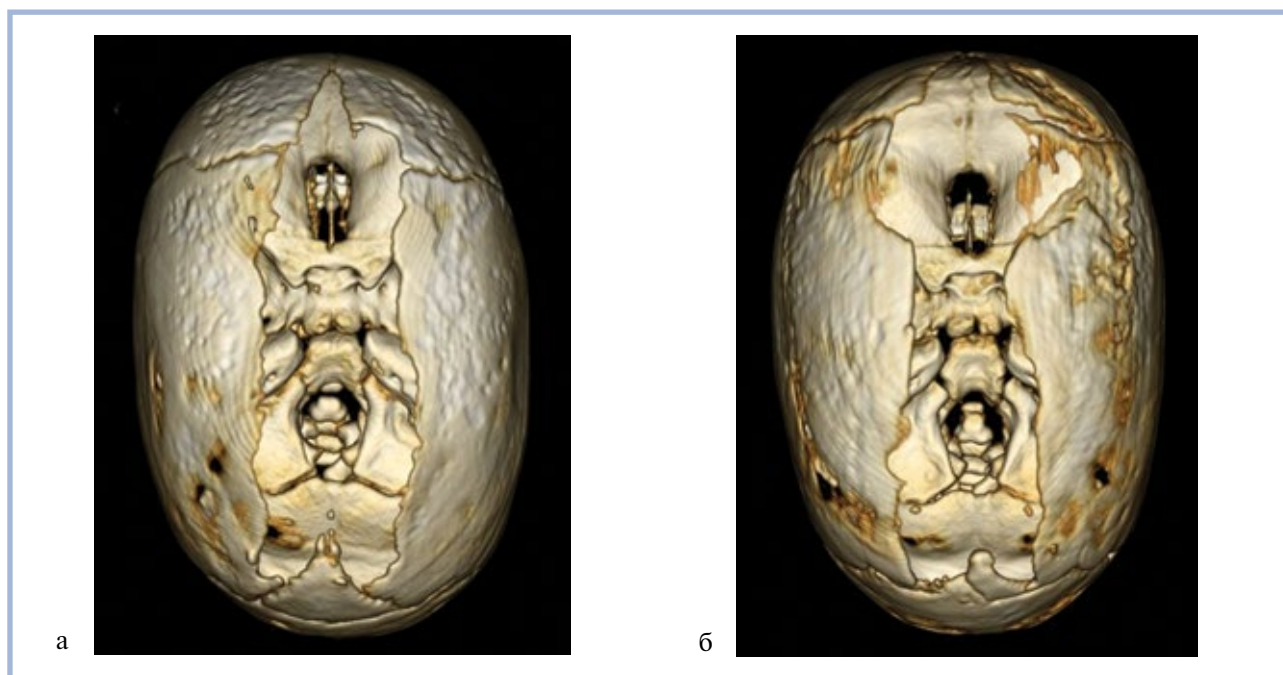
МСКТ (3D-реконструкция) в 1-е сутки после операции.
